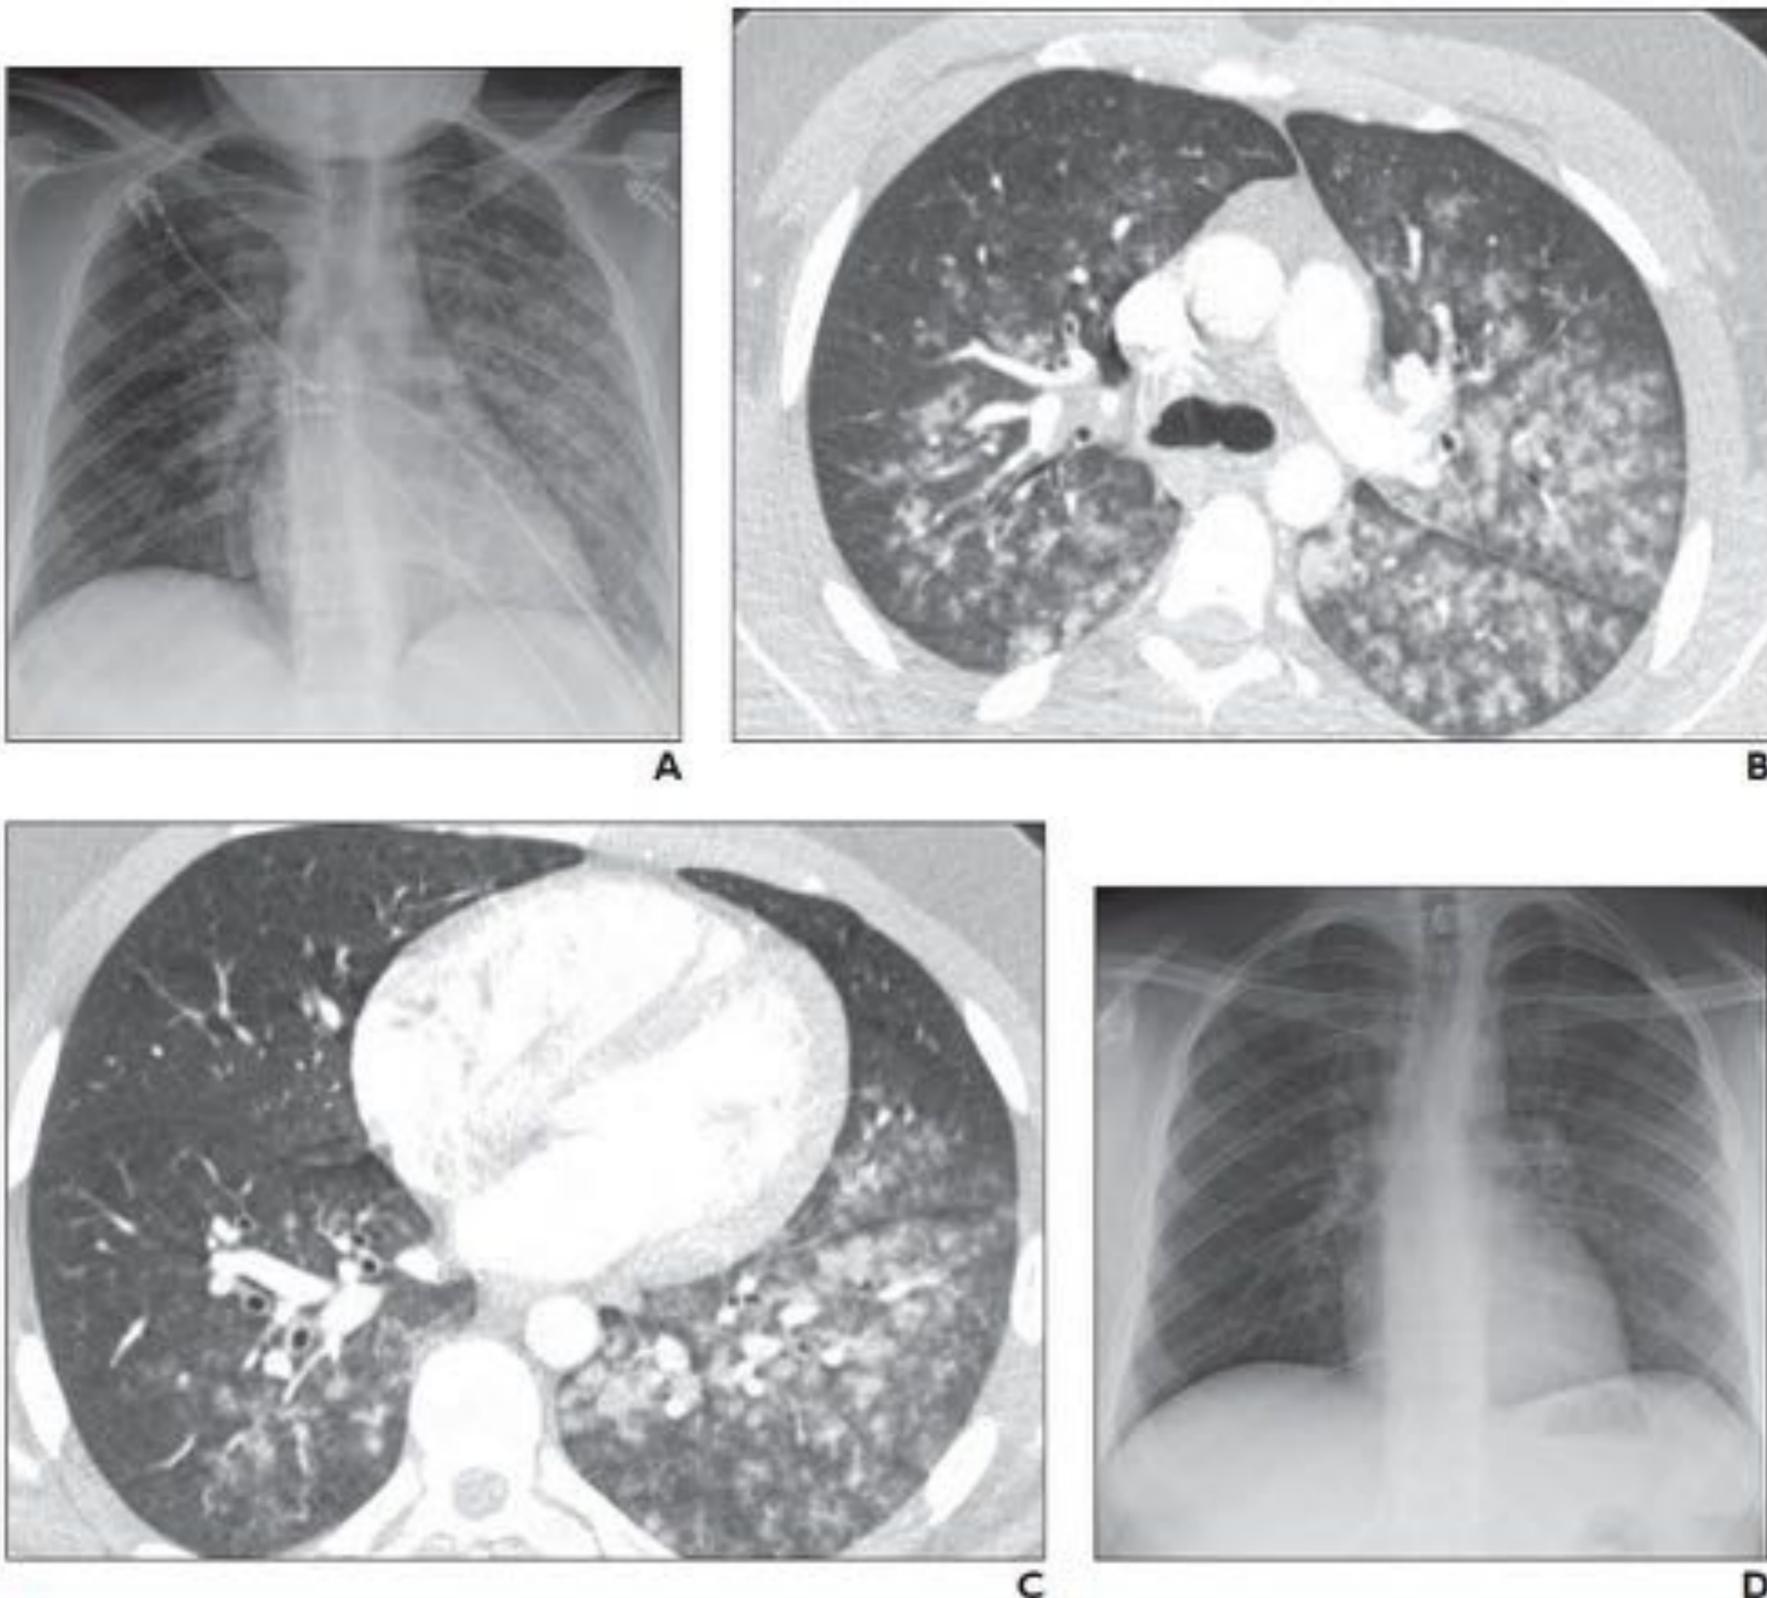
Reproducida de [7]. Paciente con hemorragia alveolar difusa tras vapeo con disnea y hemoptisis agudas. (A) Radiografía tomada al ingreso con opacidades bilaterales predominantes en hemitórax izquierdo. (B y C) TC axial con nódulos sólidos/consolidativos centrilobulillares sugerentes de hemorragia alveolar y vidrio deslustrado difuso. (D) Radiografía de control tomada dos días después tras corticoterapia, con resolución de las alteraciones visualizadas.
